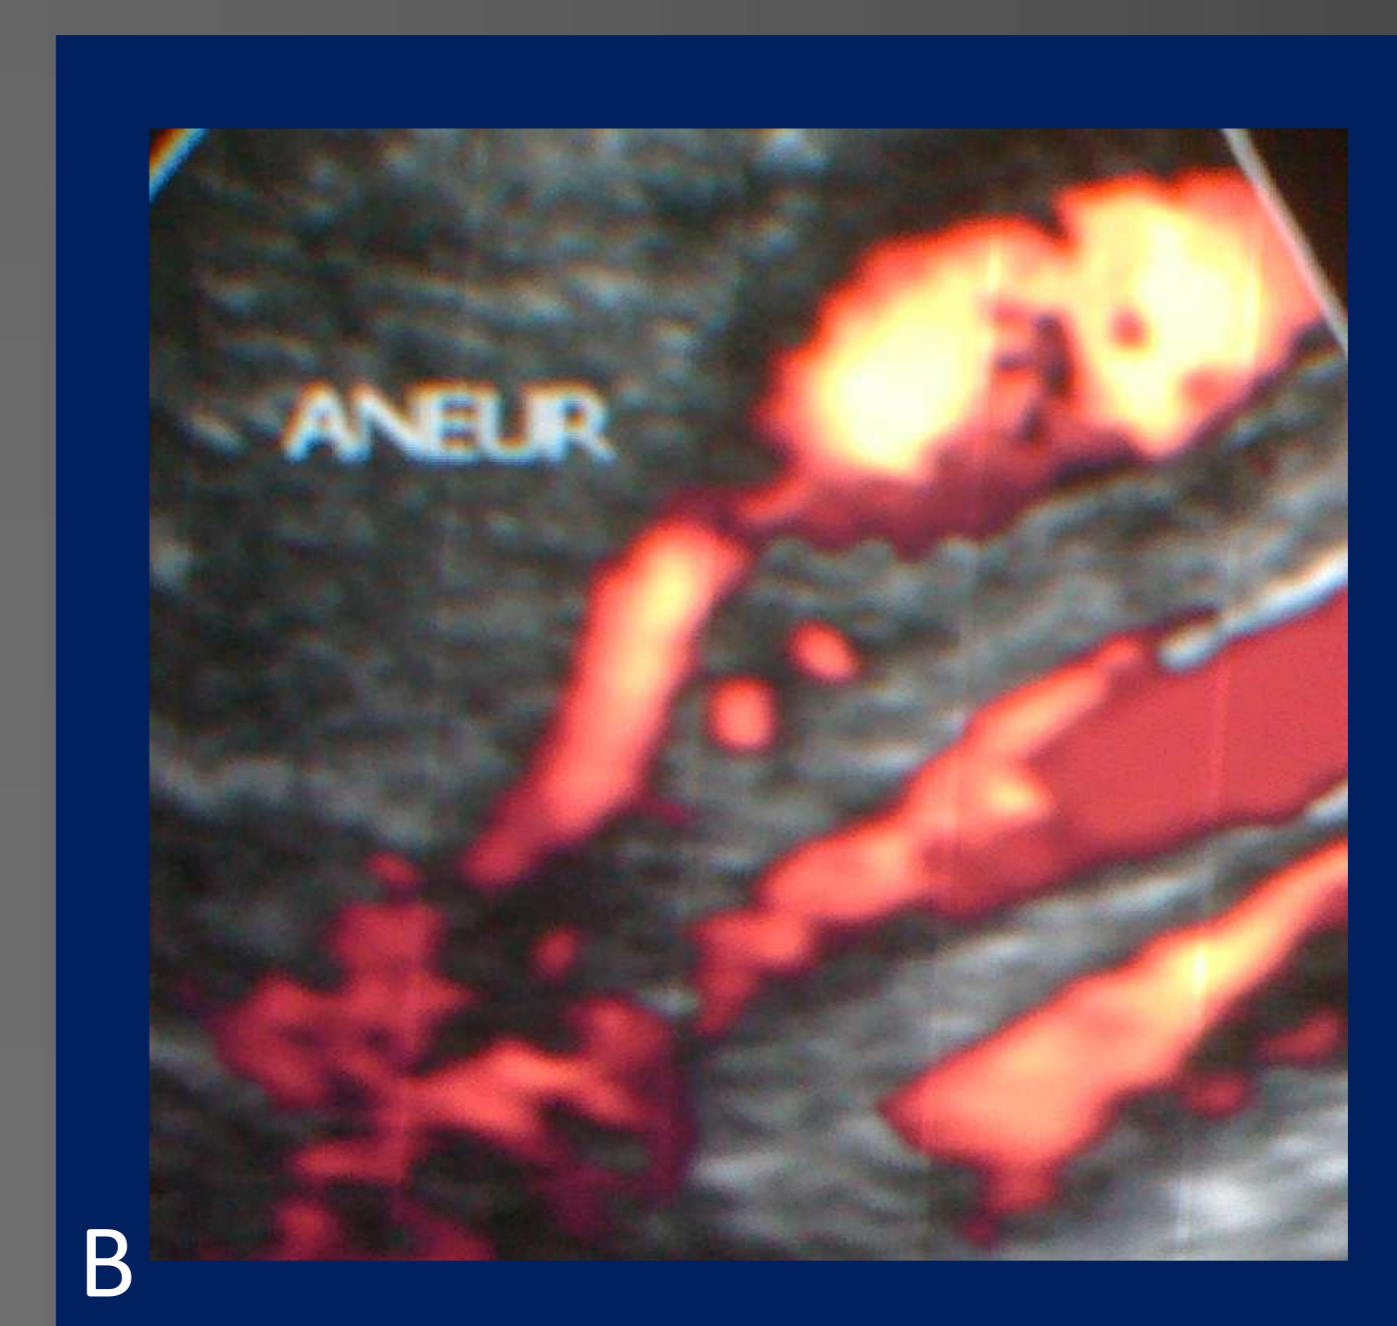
(A) Imagen característica de “ying/yang” por doppler color y (B) Doppler power del aneurisma .
